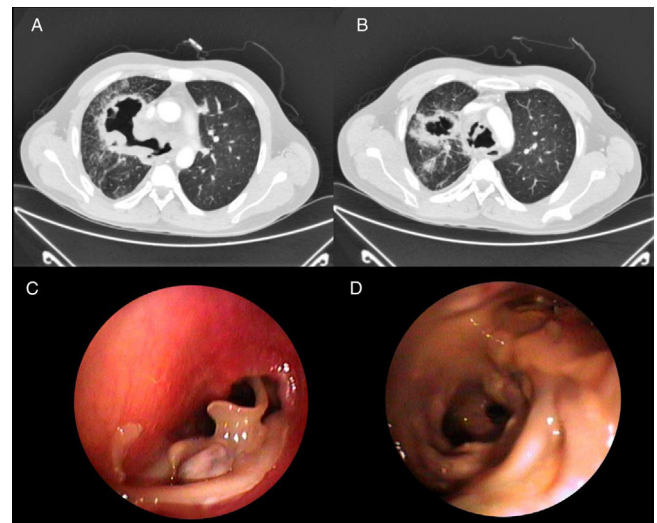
A y B) TAC torácica que muestra engrosamiento concéntrico significativo de pared traqueal y de bronquios principales, con vasta irregularidad del lumen traqueal y bronquial. Se observan además masas necróticas de predominio en hemitórax derecho, en contacto con bronquio del lóbulo superior derecho. C y D) Imágenes de broncoscopia: C) Estenosis traqueal con mucosa friable y protrusión de fragmentos de cartilago; D) División de bronquio lobar superior izquierdo e inferior izquierdo que muestran mucosa con áreas mamelonadas.
